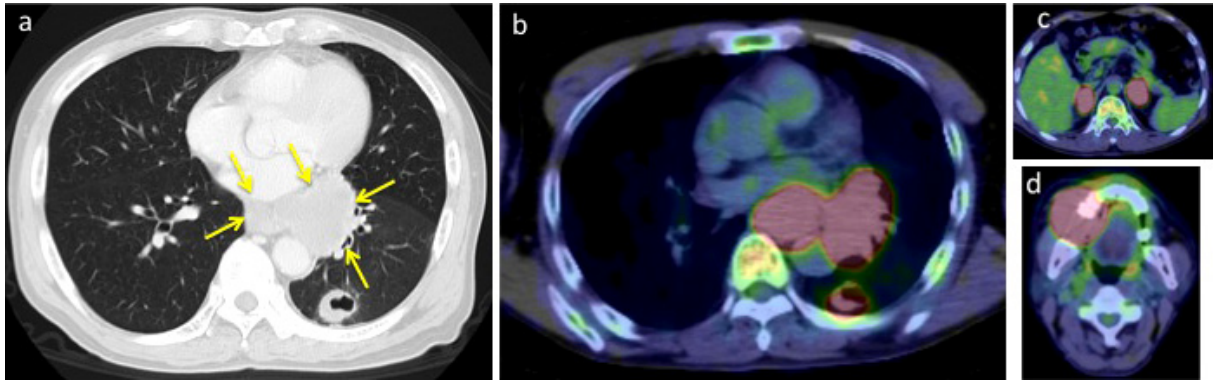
a. Chest CT shows a cavitary tumor (25 mm) in the left lower lobe and left hilar and mediastinal lymph nodes (51×42 mm) surrounding the esophagus (indicated by arrows). b, c, d. FDG-PET/CT shows elevated SUVmax values: 6.7 in the cavitary tumor in the left lower lobe (b), 15 in the left hilar and mediastinal lymph nodes (b), 20 in the bilateral adrenal glands (c) and 27.6 in the right maxillary molar gingiva (d).
